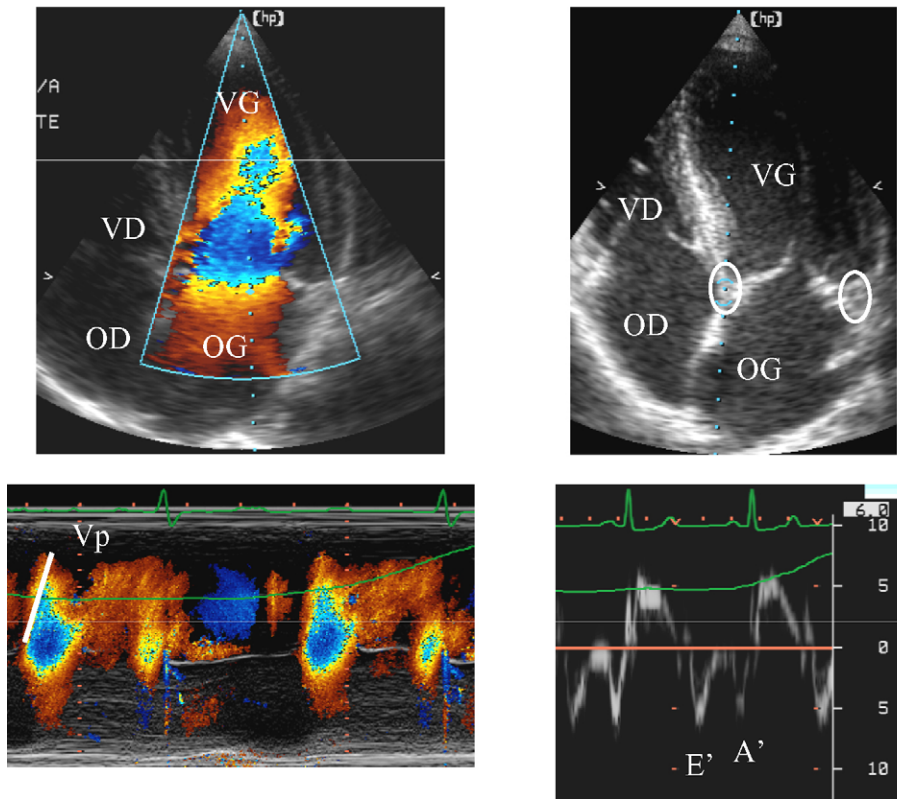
Nouveaux outils Doppler utilisés pour évaluer les propriétés diastoliques et les pressions de remplissage du ventricule gauche, ici présentés en vue apicale des quatre cavités cardiaques (en haut). La cartographie Doppler couleur couplée au mode M (à gauche) permet de mesurer la vitesse de propagation du courant protodiastolique entrant dans la cavité ventriculaire (Vp). Le doppler tissulaire pulsé appliqué à l'anneau mitral (ronds blancs, à droite) permet d'enregistrer les faibles vitesses de déplacement du myocarde, en particulier en protodiastole (onde E') et en télédiastole (onde A'). Abréviations : VG : ventricule gauche ; VD : ventricule droit ; OG : oreillette gauche ; OD : oreillette droite.
